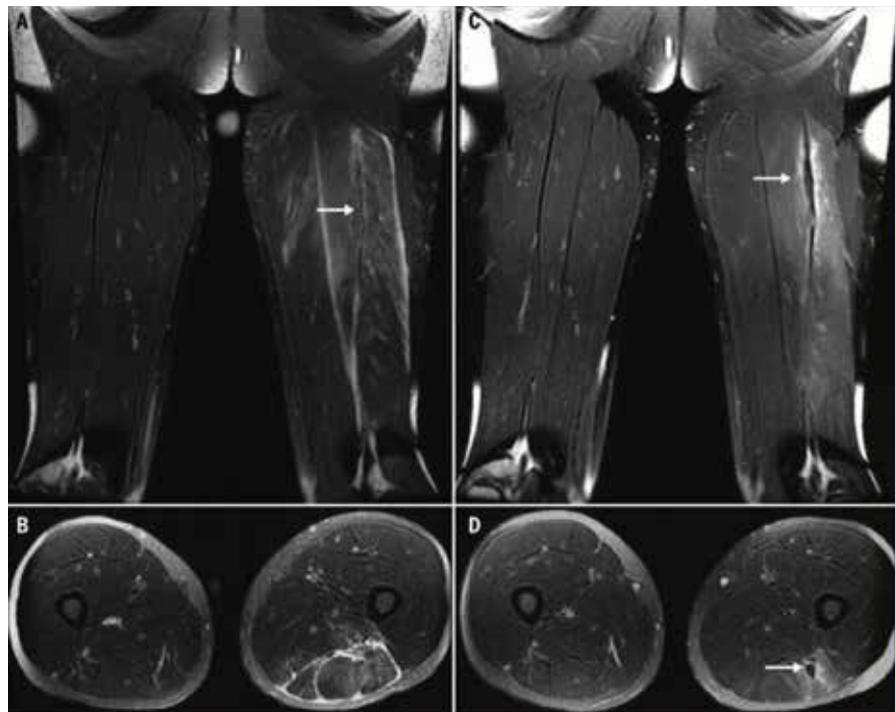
Imágenes coronales y axiales de RM (ponderadas T2) tomadas después de la lesión (A y B) y después de completar la rehabilitación (C y D). El tendón de la extremidad lesionada inicialmente puede aparecer ondulado (A; flecha). Durante el transcurso de la rehabilitación comenzó a formarse el tejido cicatrizal y fue claramente visible en imágenes de RM obtenidas después de finalizar la rehabilitación (C y D; flechas). El edema y la hemorragia (hiperintensidad T2) pueden extenderse en el plano fascial (A y B). Durante el transcurso del tiempo, el drenaje fascial puede alargar la extensión craneocaudal de la lesión y dar como resultado mediciones en RM de daño muscular o de tendón superiores a la realidad. La hiperintensidad T2 estuvo a menudo más concentrada durante el examen inicial de resonancia magnética (A y B), en comparación con una señal más difusa presente en la RM de seguimiento (C y D). Abreviatura: RM, resonancia magnética.
